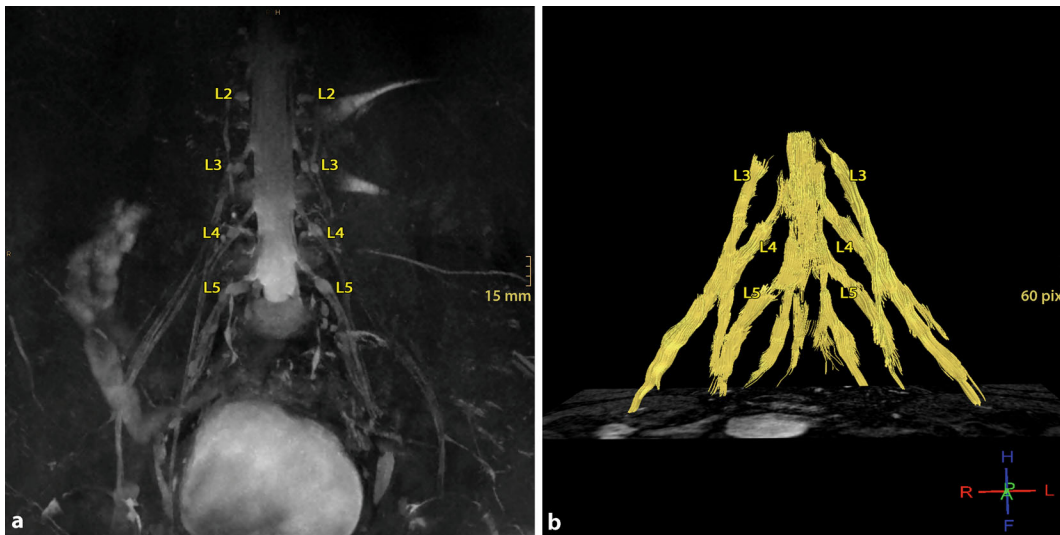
◀ Normale Plexusanatomie in der Magnetresonanztomographie. a Maximale Intensitätsprojektion (MIP) einer Volume-isotropic-turbo-spin-echo-acquisition (VISTA)-Sequenz, b Diffusion-tensor-imaging (DTI)-basierte Traktographie mit den markierten Segmenten L2–L5
